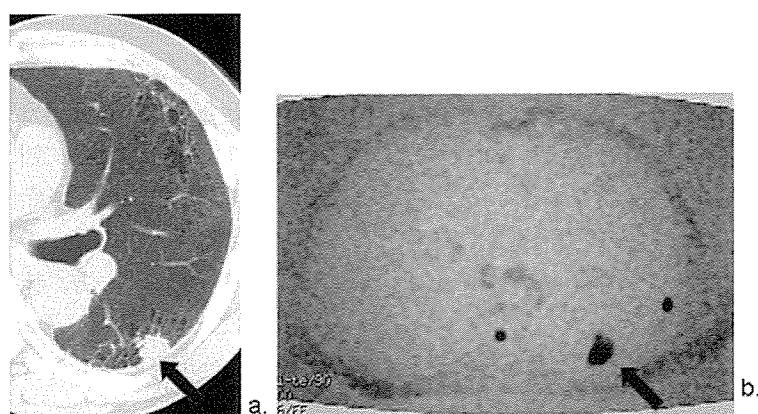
症例3 62歳 男性 (IIP合併小細胞癌) a) 胸部HRCT, b) 胸部MRI (DWI). 矢印は病変部を示す.
